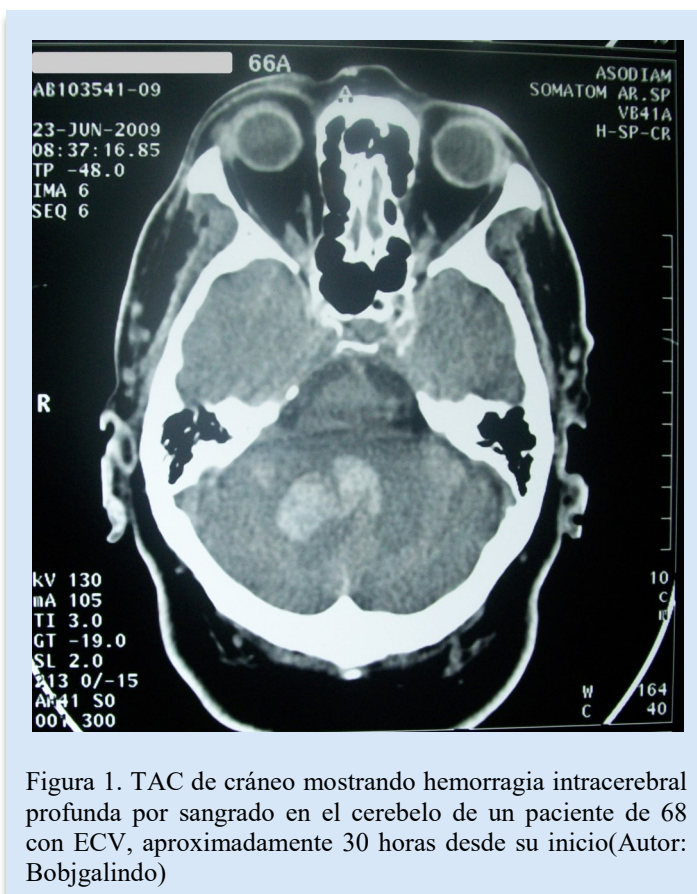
TAC de cráneo mostrando hemorragia intracerebral profunda por sangrado en el cerebelo de un paciente de 68 con ECV, aproximadamente 30 horas desde su inicio (Autor: Bobjgalindo)
